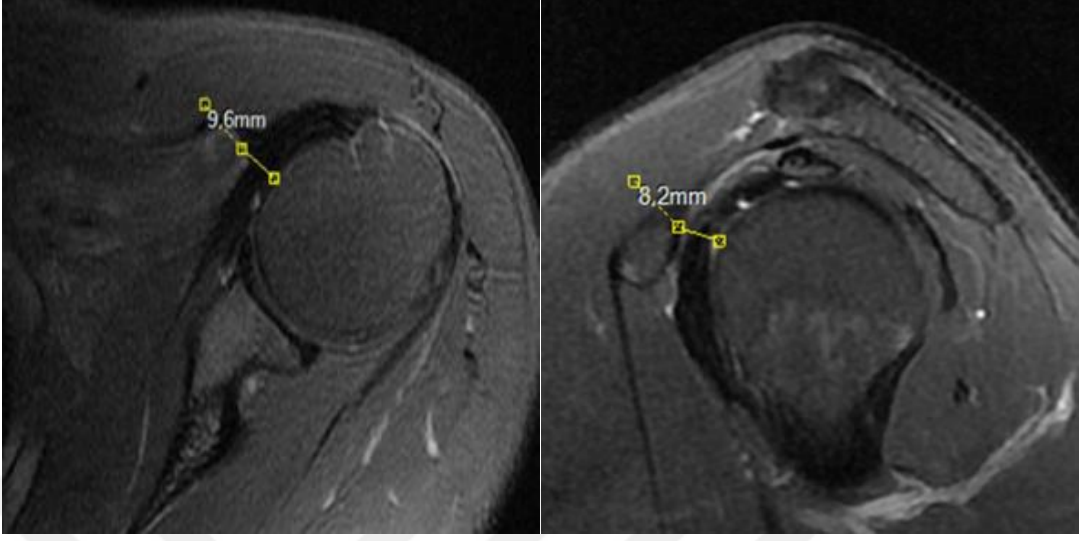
66 yaşında kadın hasta sağ omuz MRG tetkikinde subskapular tendonda parsiyel yırtık (kıvrık ok), aksiyel ve sagittal görüntülerde korakoid proçes (ok) ile humerus arasındaki mesafede kısmen daralma izlenmektedir.
